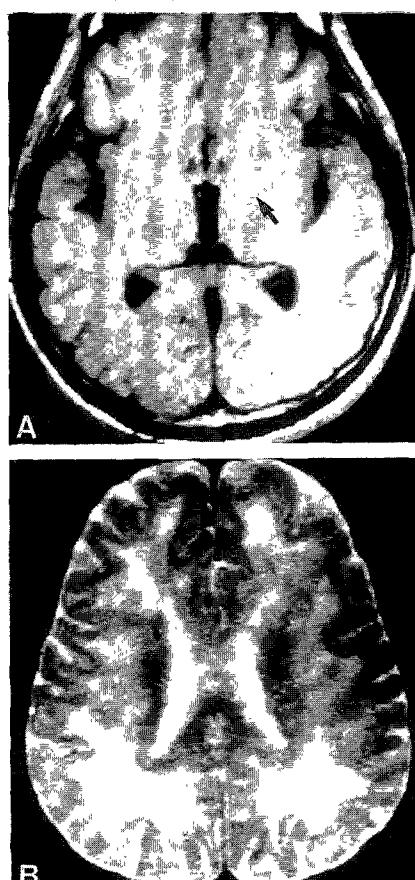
Case 1. After development of post anoxic encephalopathy, the brain MRI shows high signal intensity (arrow) in bilateral globus pallidus on T1WI (A), increased bilateral symmetric high signal intensity in the periventricular white matter and centrum semiovale on T2WI (B).
